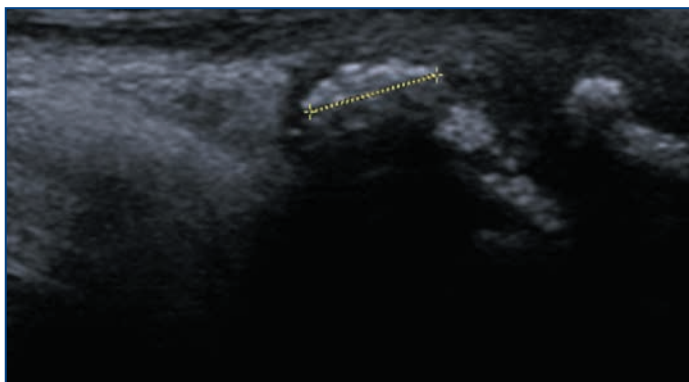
Тофус в области первого плюснефалангового сустава правой стопы у пациента с БГУ, выявленный при УЗИ. Собственные данные
